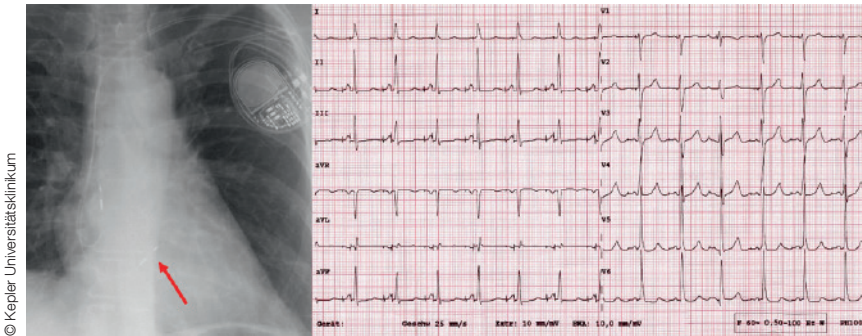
Thorax-Röntgen mit typischer Sondenlage und schmale QRS-Komplexe bei His-Bündel Pacing
